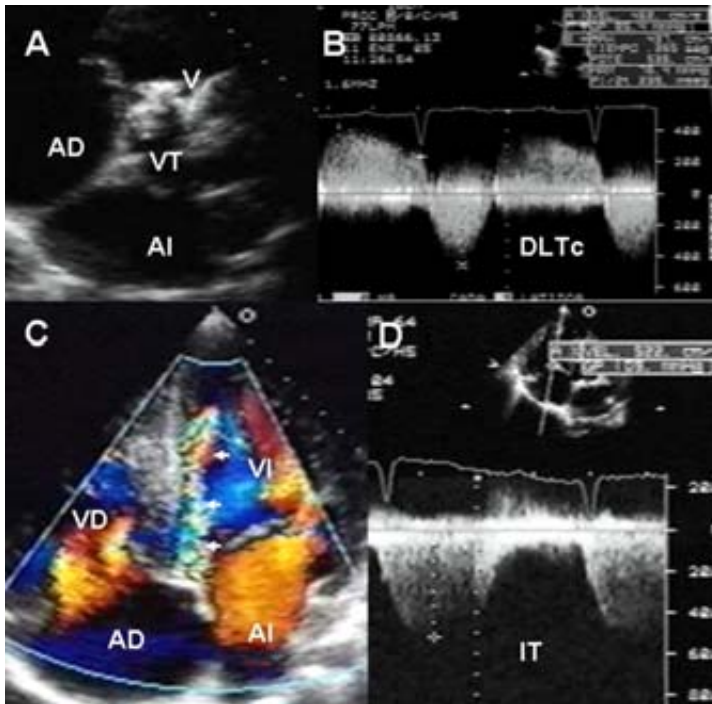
Imágenes ecocardiográficas bidimensionales y con Doppler color y continuo. A-Imagen en eje corto paraesternal que muestra la válvula troncal (VT) con vegetaciones (V). B- Imagen apical de 5 cámaras con Doppler continuo, que muestra doble lesión troncal (DLTc), ambas severas. C-Imagen bidimensional y con Doppler color en el plano apical de 4 cámaras que muestra insuficiencia aórtica (flechas). D-Imagen bidimensional y con Doppler continuo, que muestra hipertensión arterial pulmonar severa (134 mm Hg) calculada por método de insuficiencia tricuspídea (IT). Abreviaturas: AI-Aurícula izquierda, VI-Ventrículo izquierdo. Las demás abreviaturas iguales a las anteriores.
